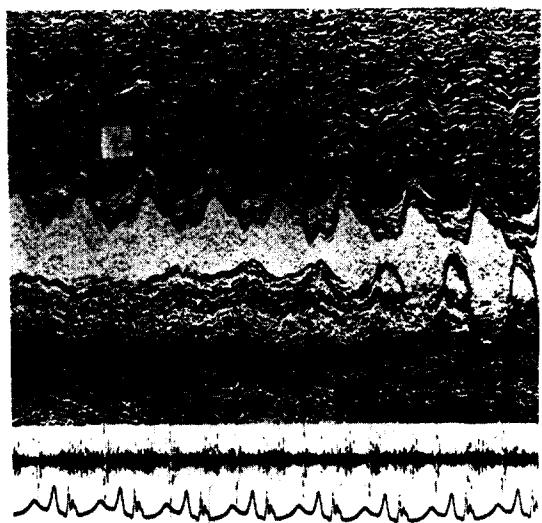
Pre-operative M-mode echocardiogram showing complete tumor echo in RV & paradoxical motion of left-ward displaced IVS. (T: tumor, LV: left ventricle, RV: right ventricle, IVS: interventricular septum)
